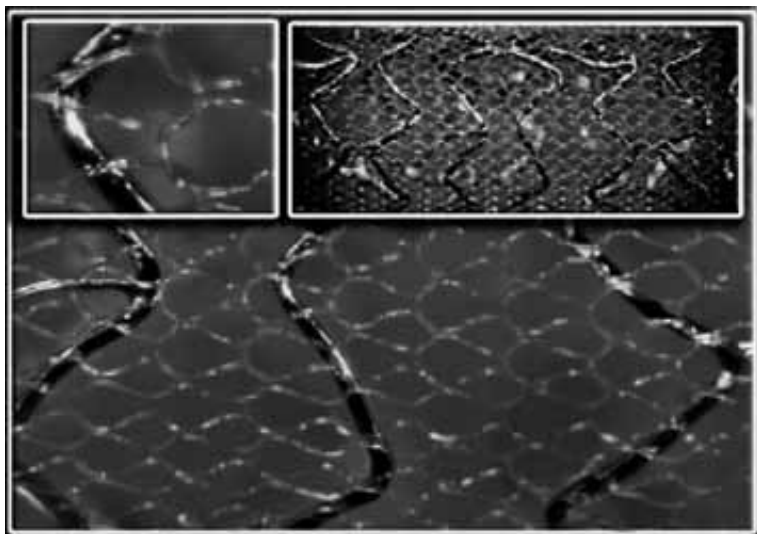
Imágenes ampliadas del MGuard™ stent (InspireMD, Tel Aviv, Israel), stent de acero inoxidable, cubierto con una micromalla de PET.
